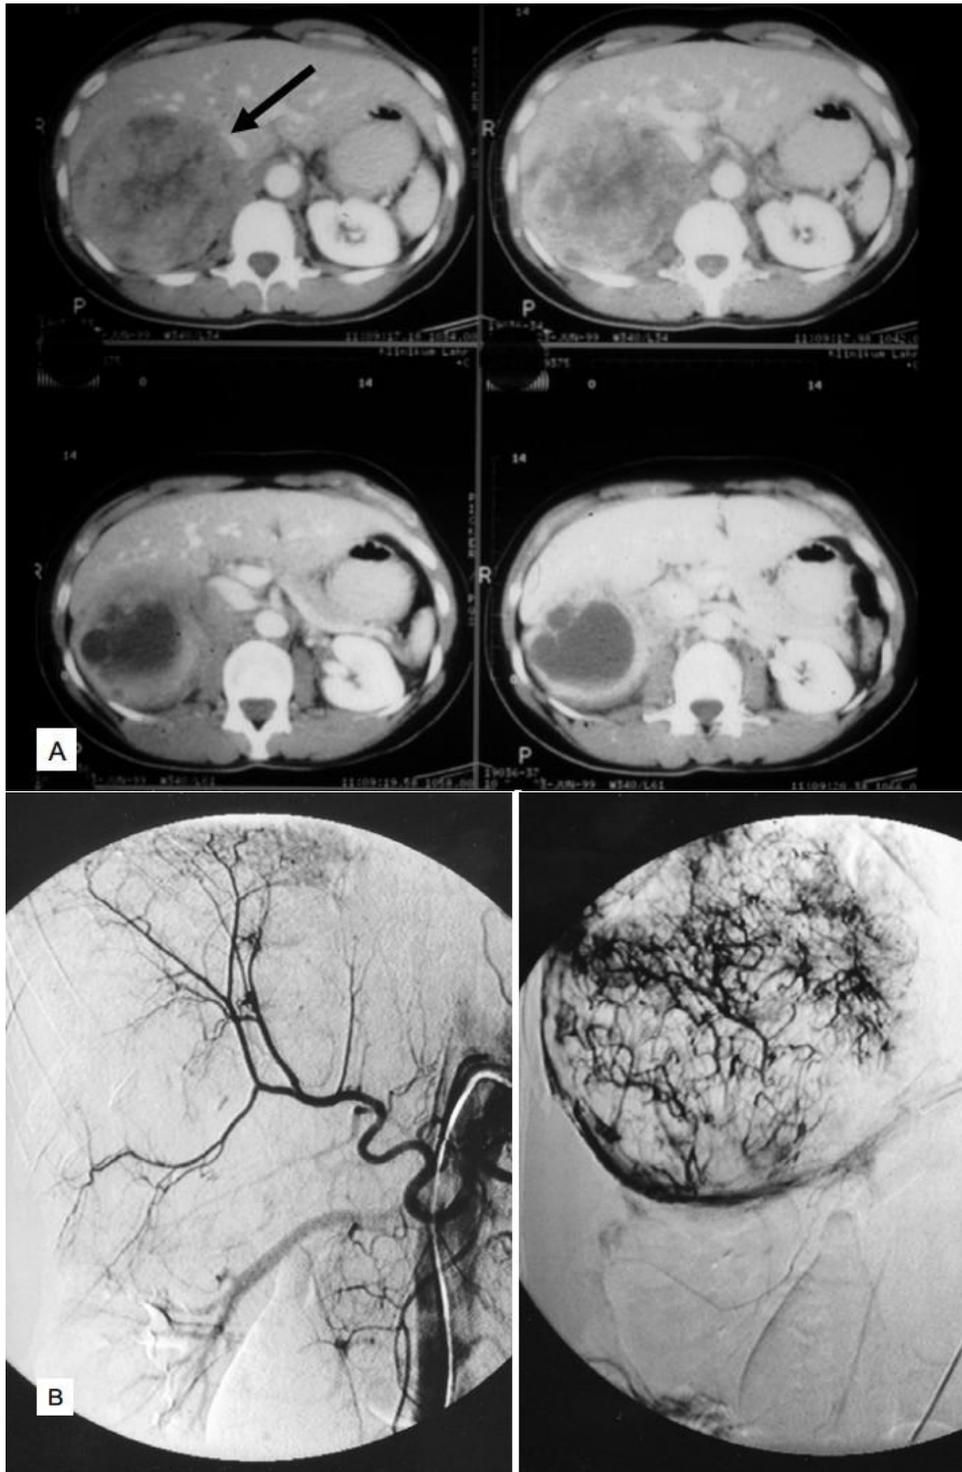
子宫肌瘤术前的常规检查中发现右上腹无症状肿瘤 (A: 增强 CT)。无高血压病史。血管造影术中发生高血压危象导致休克 (B: 左: 肝和肾上腺, 右: 肿瘤。肿瘤位于左侧影像的分叉部位, 左中上部)。24 小时尿肾上腺素 4648 mg/d (正常: <20 mg/d), 去甲肾上腺素 22893 mg/d (正常: <80 mg/d)。手术顺利, 无并发症发生。
